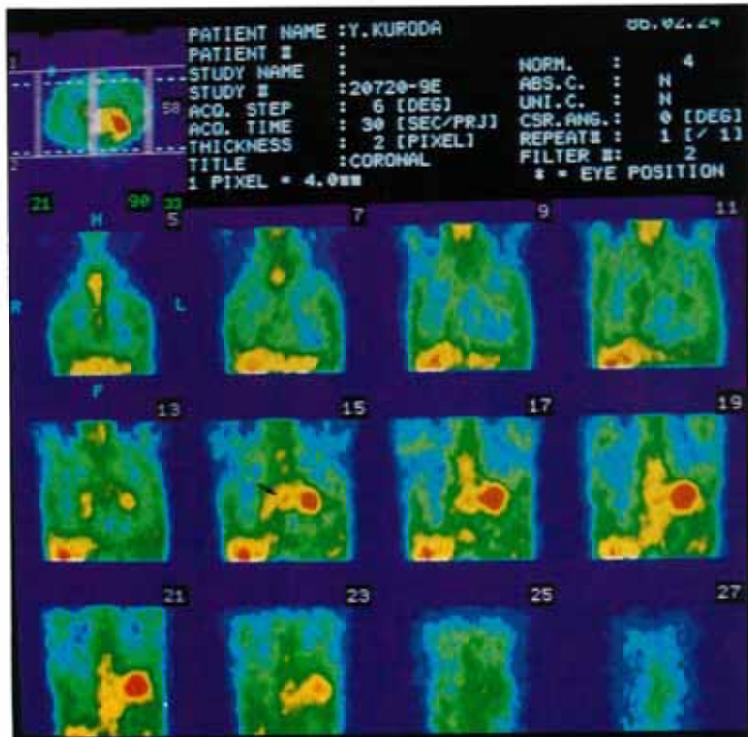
Case 1. Lung cancer originated in left B6 with subcarinal lymphnode metastases (squamous cell carcinoma). a, b. Chest Xray revealed tumor shadow in S6 of the left lung. c. ⁶⁷Ga planar image showed marked accumulation of the primary tumor but no apparent accumulation in the mediastinum. d. CT showed the primary tumor and enlargement of subcarinal lymph node. e, f. ECT transverse image and coronal image showed accumulation of subcarinal lymph node clearly (↔).
